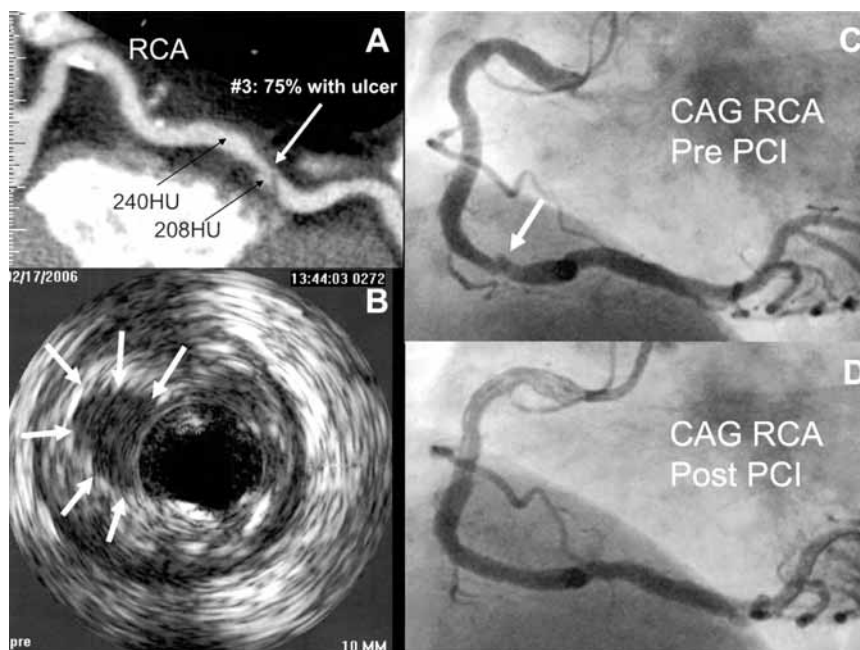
Ruptured plaque. 56-year-old male patient. He refused to undergo CAG despite his frequent chest pain starting 2 months earlier. At 3 weeks since the start of chest pain, he came to our hospital to take a coronary CTA examination. Coronary CTA revealed 75% stenosis with ulceration in RCA #3. Vulnerable plaque was strongly suspected because of lipod pool, ulceration and FF fraction on VH-IVUS. Duraflex-Stent 4 × 18 mm was implanted to RCA #3. Although the plaque ruptured 2 months earlier in this patient, the lesion, fortunately, might have prevented the artery from being completely occluded. A: MSCT RCA, B: IVUS RCA, C: CAG RCA pre PCI, D: CAG RCA post PCI
